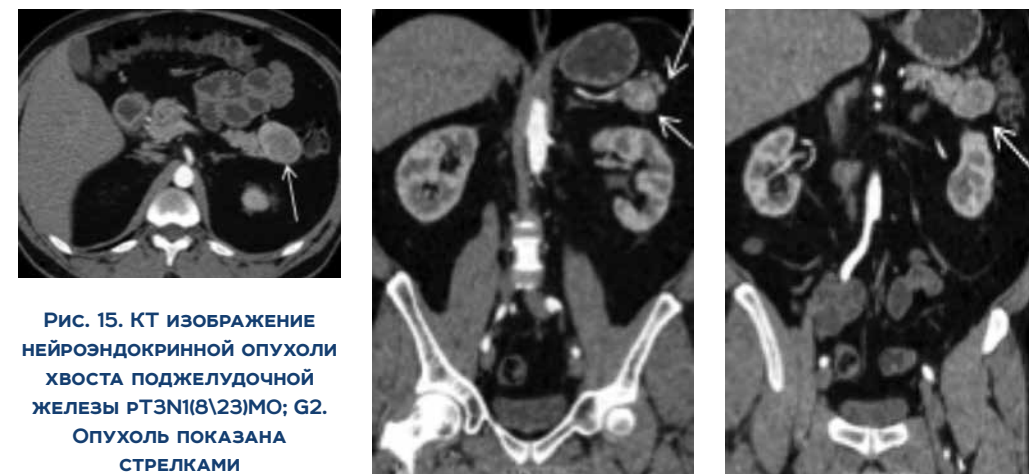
КТ изображение нейроэндокринной опухоли хвоста поджелудочной железы pT3N1(8\23)MO; G2. Опухоль показана стрелками
